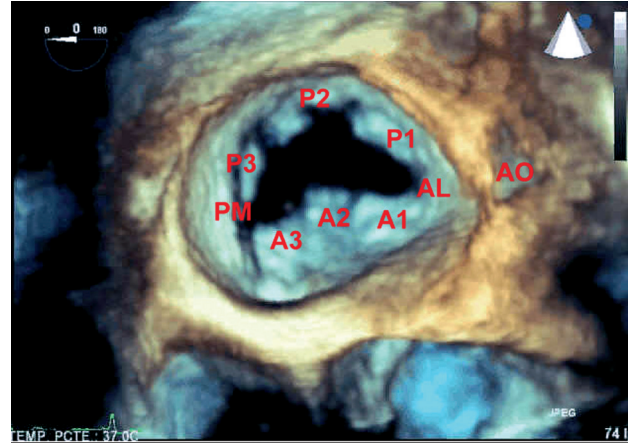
Ecocardiograma 3D transesofágico: vista auricular de válvula mitral normal. AL: comisura anterolateral; AO: válvula aórtica; PM: comisura posteromedial.
